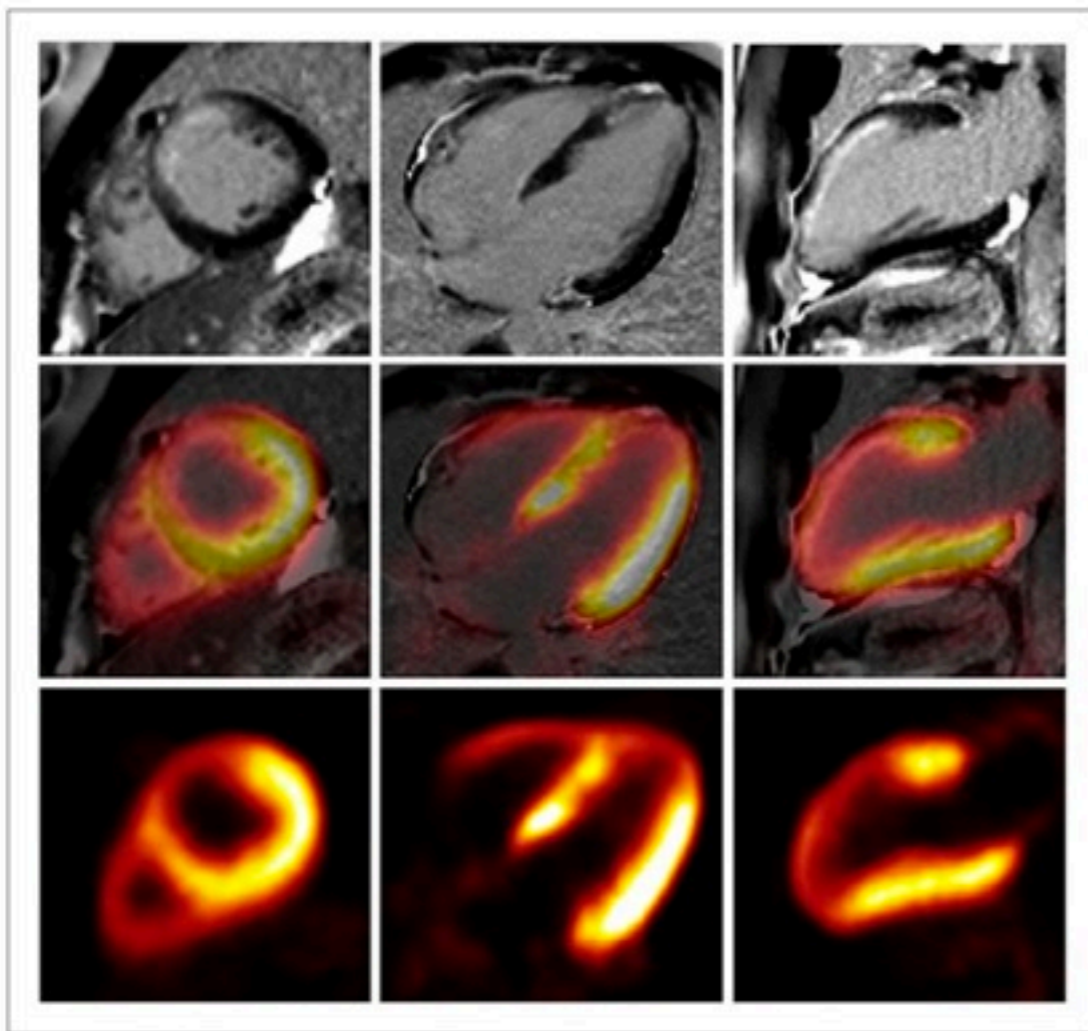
Images of delayed-enhancement MR (top), viability assessed by ^{18}F -FDG PET (bottom), and coregistration to structural image (middle) in patient with history of myocardial infarction. Images were obtained after euglycemic hyperinsulinemic clamping. In MR images, subendocardial enhancement of anterior wall and apex can be seen. These areas are well matched with reduced ^{18}F -FDG uptake in PET images.
